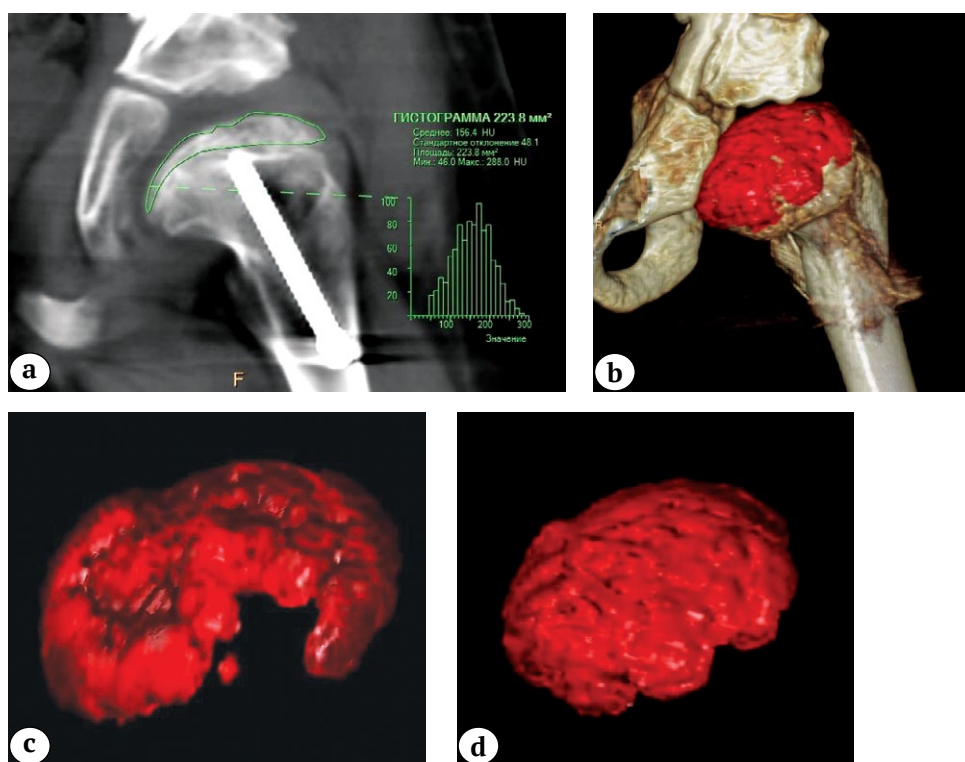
МСКТ тазобедренного сустава с применением методик объемных и мультипланарных реконструкций и сегментации ткани (картирование цветом пораженной головки) с измерением ее объема: а — оценка денситометрических показателей плотности головки бедренной кости с использованием методики гистограммы выделенного объема исследуемой зоны; б — измерение объема пораженной головки методом мультипланарной реконструкции с картирование цветом; в — измерение объема костной массы пораженной головки до операции; д — через 6 мес. после хирургического лечения
